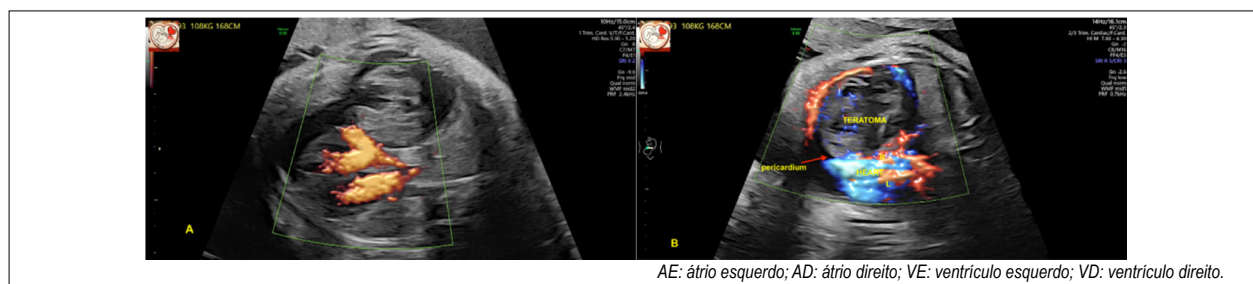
Teratoma fetal. Ecocardiograma fetal 3D com imagens power doppler e doppler colorido demonstrando teratoma em um feto com 32 semanas de gestação. Observe a grande massa pericárdica (A) e o derrame pericárdico (B).
